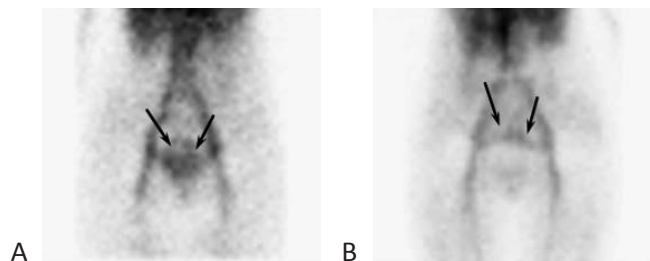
Сцинтиграммы тазовых вен пациентки Д. до (А) и через 2 месяца (В) лечения МОФФ. Стрелками указано избыточное накопление меченых эритроцитов в параметральных венах. Ктвп исходно=1,36; Ктвп через 2 месяца=0,92
